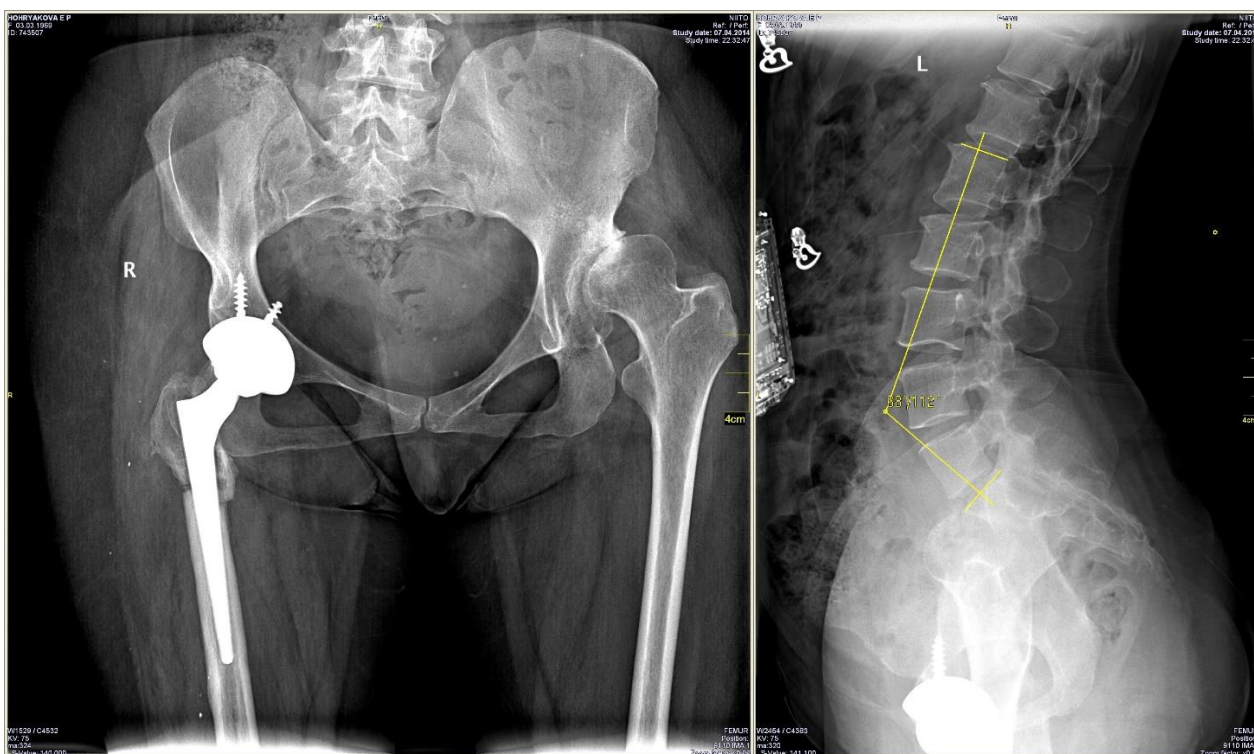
Рентгенограммы пациентки Х., 44 лет, в прямой и боковой проекциях после операции
